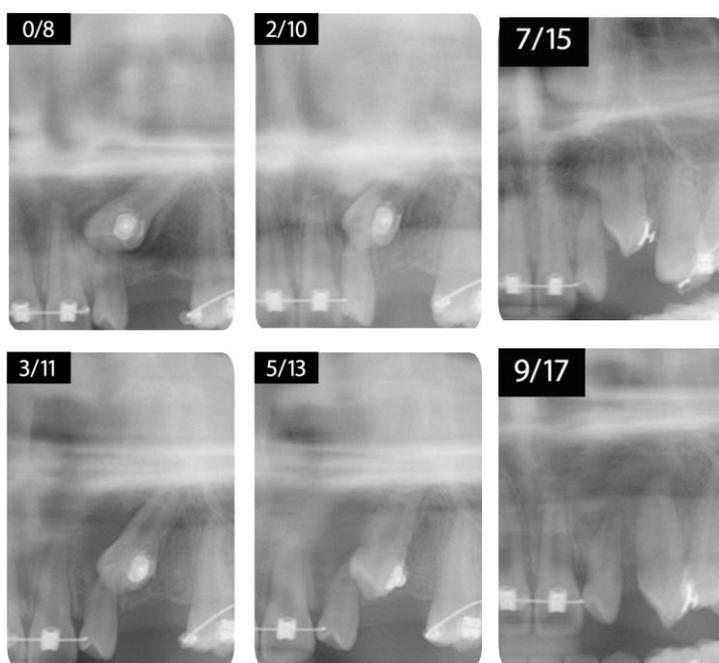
Radiografia ilustrando o progresso na recuperação do canino impactado, cada radiografia tem a marcação com o tempo de tratamento, desde a cirurgia e primeira ativação até o final das ativações no 8º mês
